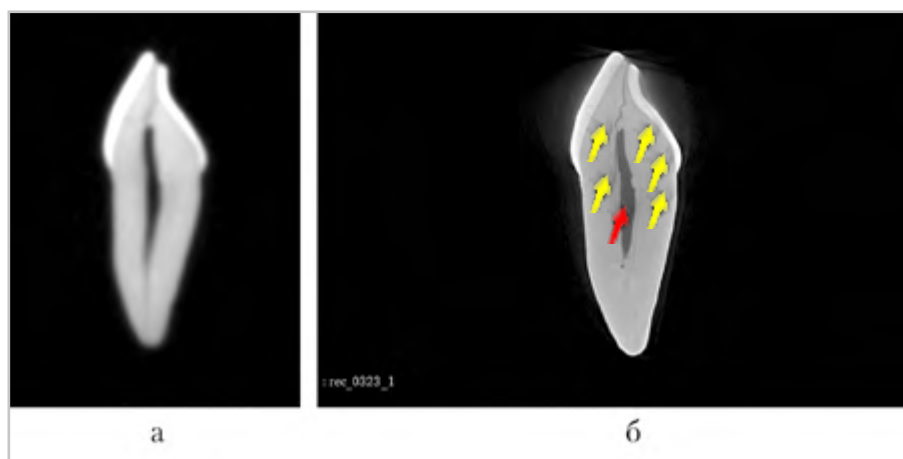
Томограммы удаленного зуба 2.1, продольная (парасагиттальная) реконструкция: *а* — КЛКТ, очертания структур сглажены, линии перелома дифференцируются или определяются не на всем протяжении; *б* — микроКЛКТ, четкие очертания структур зуба, нескольких линий перелома, видны дополнительные линии перелома (*стрелки*), в просвете канала можно разглядеть точечные включения высокой плотности (*красная стрелка*)
